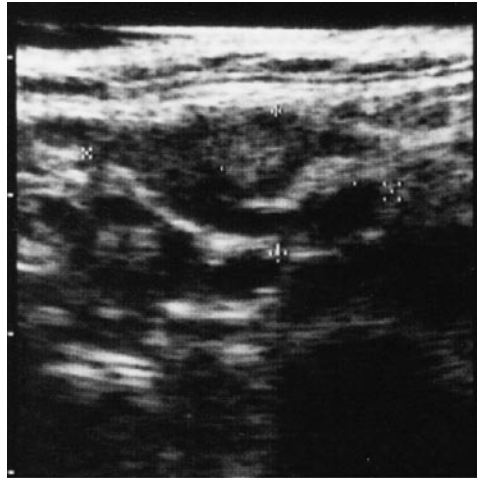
(左) : US (横断像) ; リンパ節内部に類円形の高エコー域が認められる
